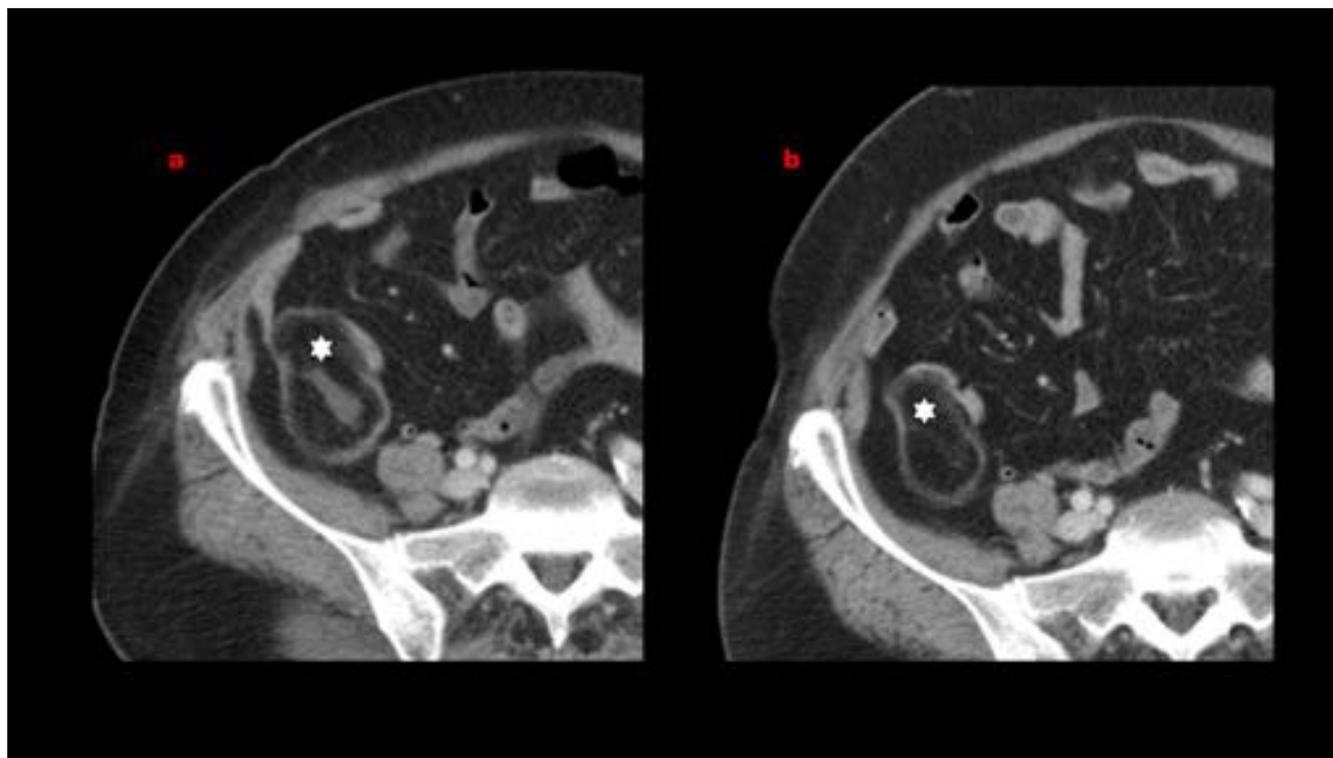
Mujer de 72 años. Nefrectomía polar inferior derecha laparoscópica por carcinoma de células claras. Día después: molestias en flanco derecho. TC: lesión de atenuación grasa (asterisco) en fosa ilíaca derecha de 4 x 4 x 3 cm en contacto compatible con necrosis grasa. Control tras tres meses: evolución favorable.
